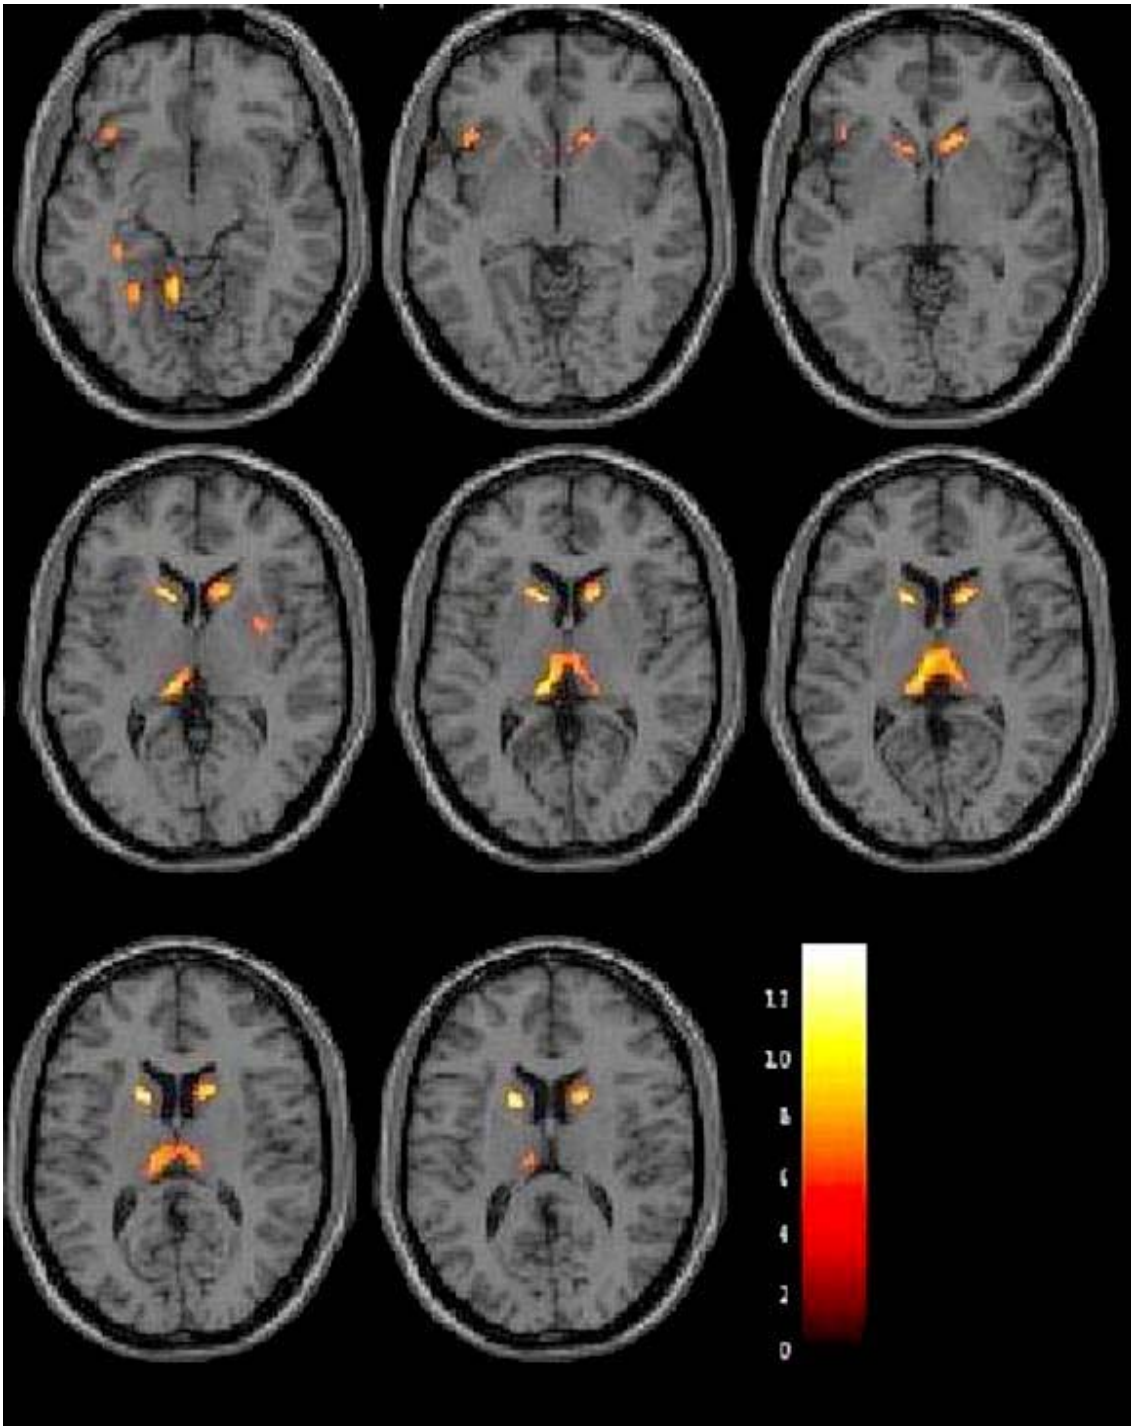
Resultado del análisis de VBM: disminución regional densidad de SG en los pacientes mostrada sobre cortes axiales de una imagen de RM ponderada T1, en formato anatómico (izquierda es izquierda).
